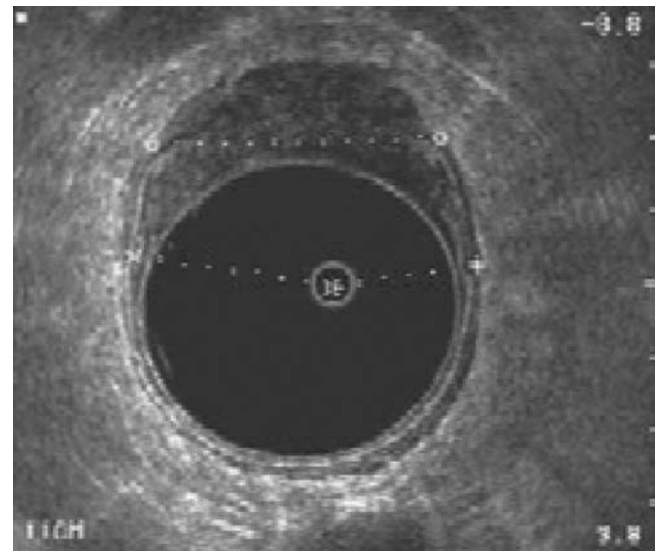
Ecografía endorrectal que muestra un carcinoma rectal T3. La línea punteada se utilizó para medir el diámetro de la lesión. (Reproducida con autorización de Charles O. Finne, III, MD, Minneapolis, MN.)
